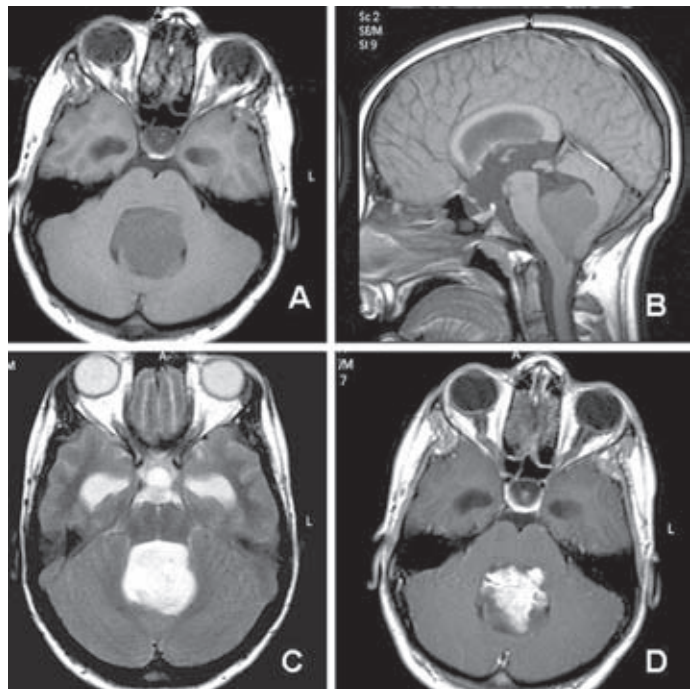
Características de los endimomas de fosa posterior en RM. A y B: hipointensos en secuencias potenciadas en T1 (cortes axial y sagital). C: hiperintensos en secuencias potenciadas en T2. D: realce heterogéneo tras la administración de gadolinio.
